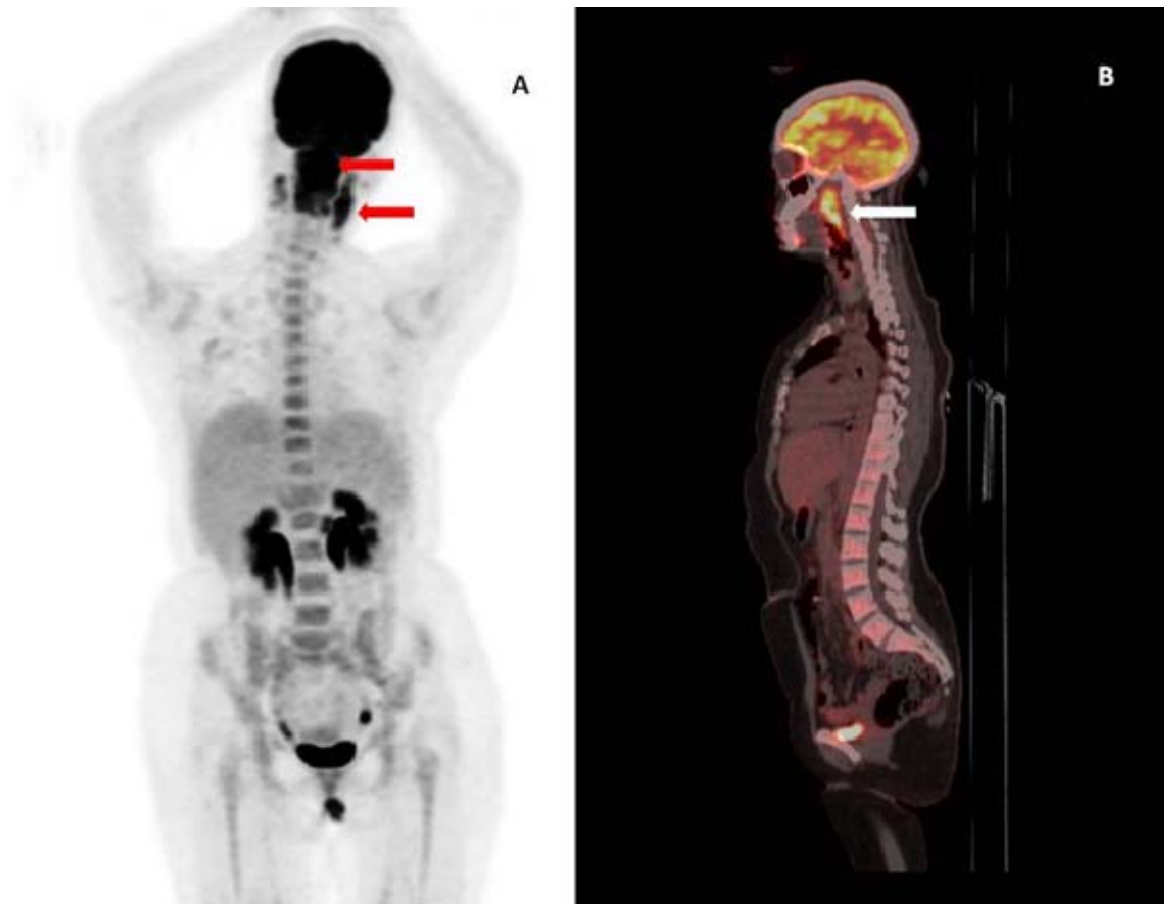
TEP au 18-FDG initiale (MIP à gauche et coupe sagittale à droite) montrant des foyers d'hypermétabolisme au niveau du processus tumoral du cavum s'étendant jusqu'à l'oropharynx associé à des hypermétabolismes cervicaux bilatéraux évoquant des atteintes ganglionnaires
